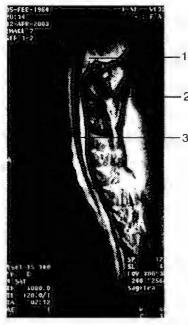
Аномалия Киари. МРТ образований задней черепной ямки и спинного мозга через 1 год после операции. Значительное уменьшение размеров сирингомиелической кисты: 1 — резецированные миндалины мозжечка; 2 — спинной мозг; 3 — остатки сирингомиелической кисты
